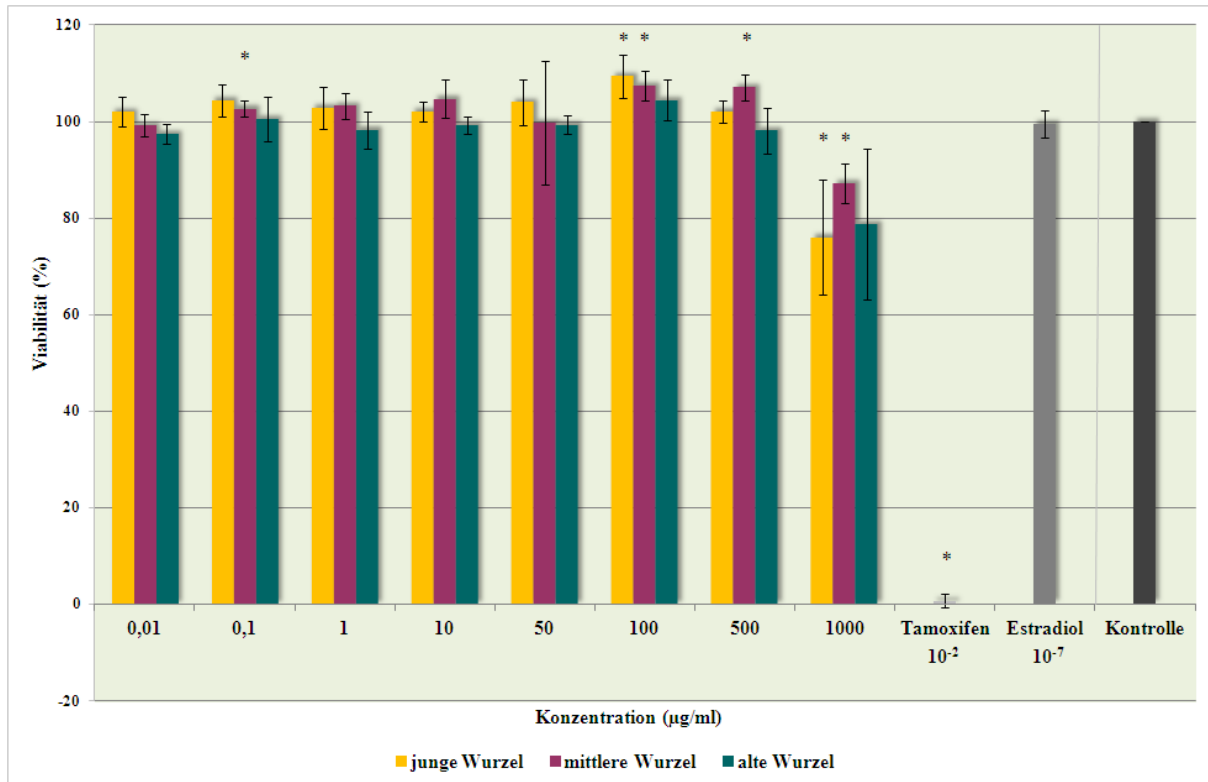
Viabilitätstest: BT20-Zelllinie - Vergleich zwischen den drei Wurzelaltersstufen
